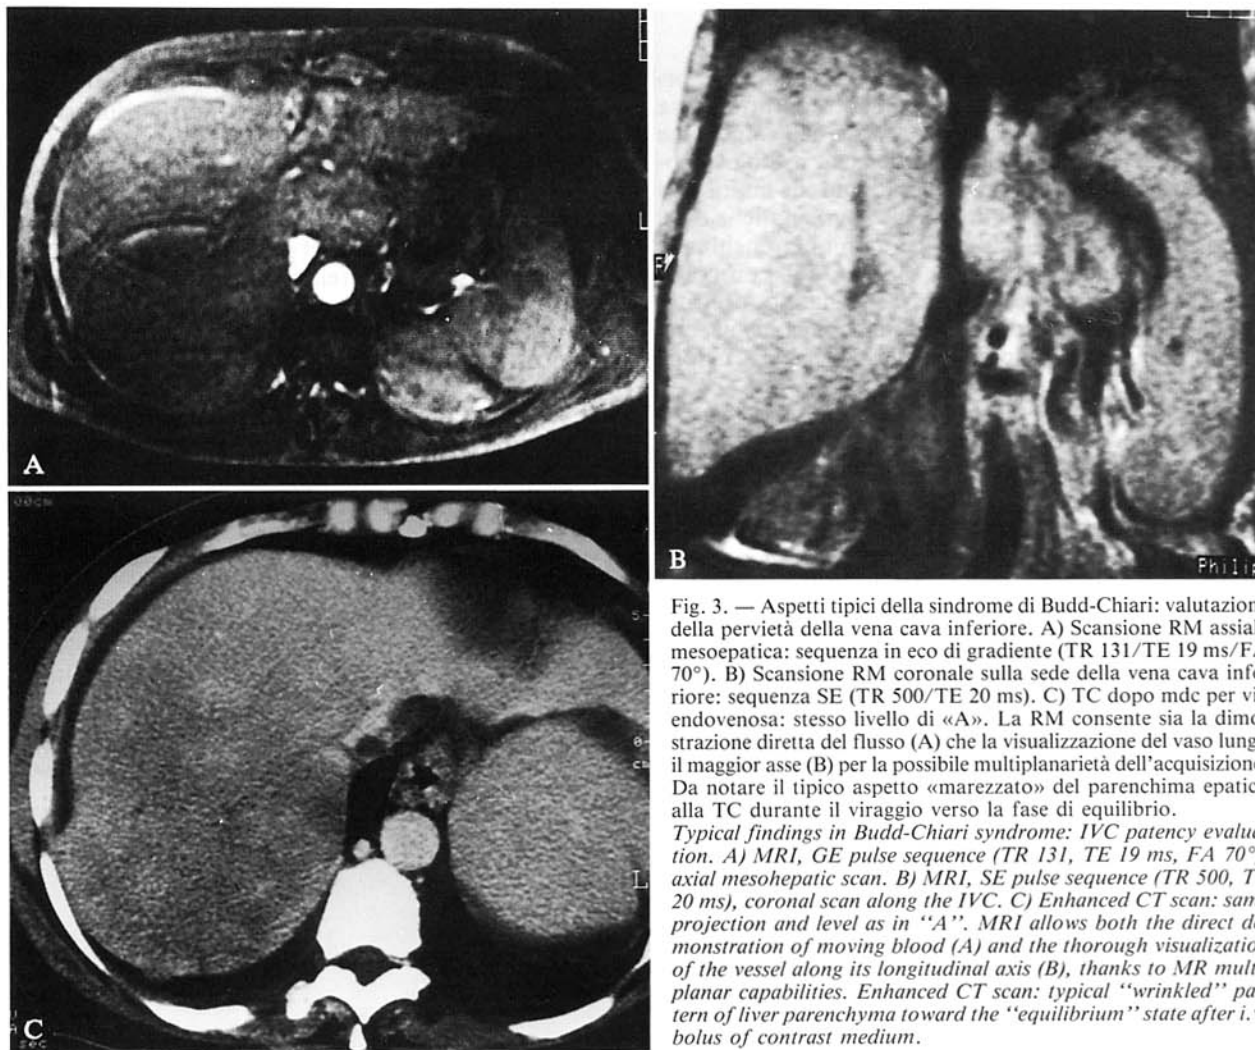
Aspetti tipici della sindrome di Budd-Chiari: valutazione della pervietà della vena cava inferiore. A) Scansione RM assiale mesoepatica: sequenza in eco di gradiente (TR 131/TE 19 ms/FA 70°). B) Scansione RM coronale sulla sede della vena cava inferiore: sequenza SE (TR 500/TE 20 ms). C) TC dopo mdc per via endovenosa: stesso livello di «A». La RM consente sia la dimostrazione diretta del flusso (A) che la visualizzazione del vaso lungo il maggior asse (B) per la possibile multiplanarietà dell'acquisizione. Da notare il tipico aspetto «marezzato» del parenchima epatico alla TC durante il viraggio verso la fase di equilibrio.
